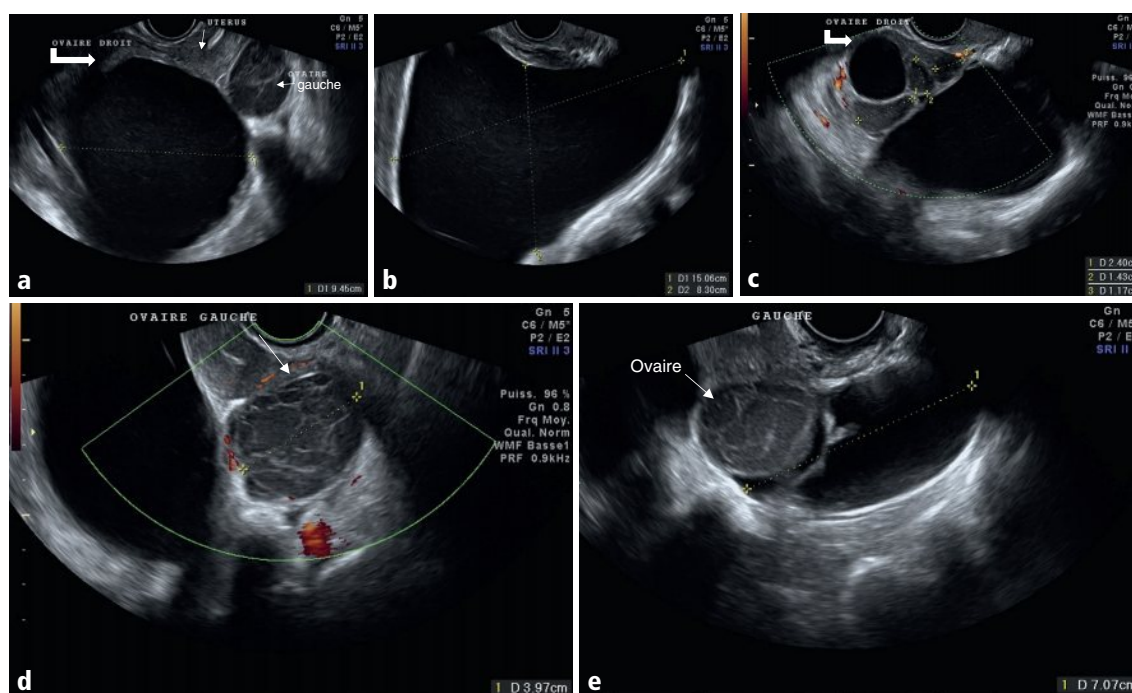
a–e Coupes axiale (a) et sagittale (b) latéro- et rétro-utérine droite en mode B. Coupe axiale oblique ovarienne droite avec étude en Doppler énergie (c). Coupe axiale oblique ovarienne gauche avec étude en Doppler énergie (d). Coupe sagittale oblique annexielle gauche en mode B (e).
